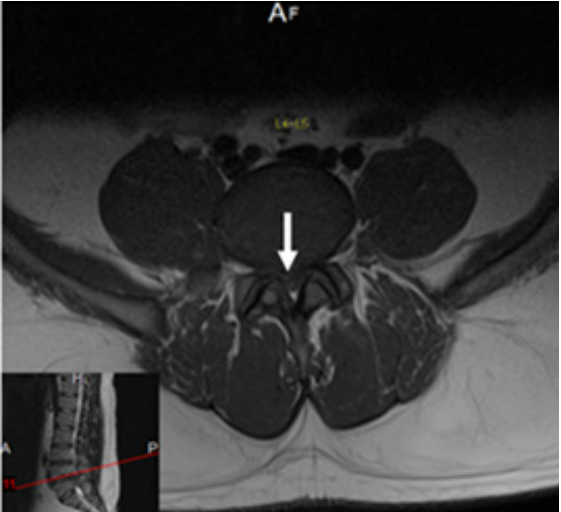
Corte axial de resonancia magnética en secuencia T1 donde se observa hernia discal extruida que comprime las raíces nerviosas a nivel de L4-L5 (flecha blanca).
